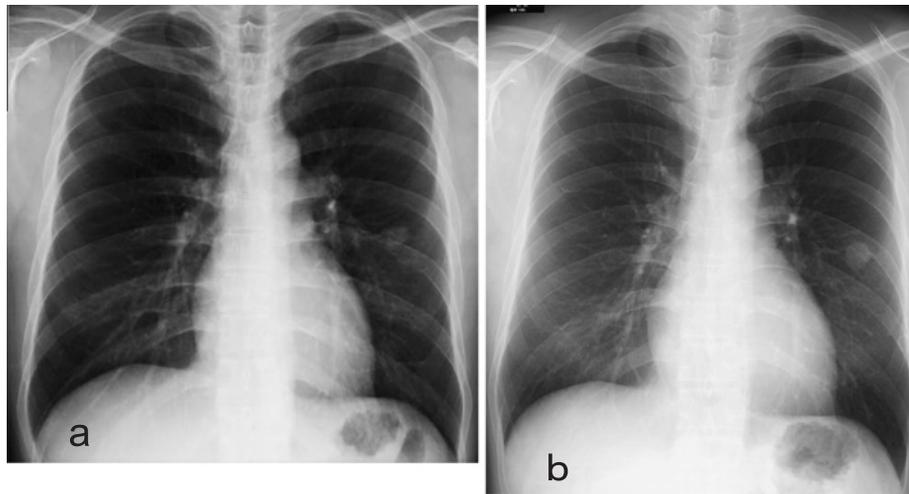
Chest X-ray in September, 2005 showed a 1.5 cm nodule in the left middle lung field (a). The nodule was enlarged at 3 months after the first examination (b).
